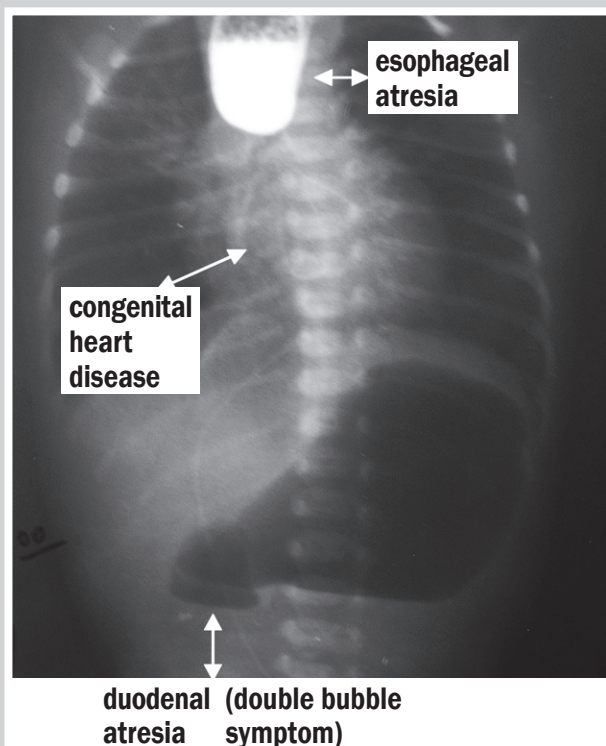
X-ray "Esophageal atresia and duodenal atresia".
